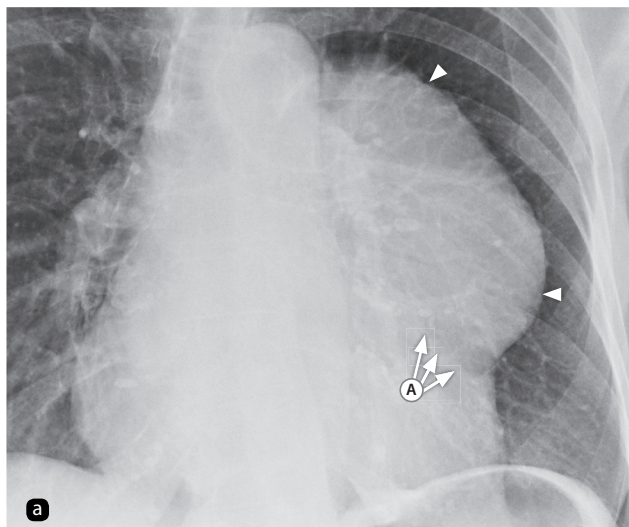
В связи с наличием объемного образования изменяется нормальный контур средостения: а — рентгенограмма органов грудной клетки. Четкие границы образования обусловлены резким разграничением с окружающей легочной тканью (указаны стрелками): А — левая граница сердца скрыта крупной опухолью средостения (тимомой), расположенной в непосредственной близости от него; структуры имеют одинаковую плотность, вследствие чего граница между ними не прослеживается; б — компьютерно-томографический скан: А — левая граница затемнения соответствует латеральному краю образования; Б — нормальные структуры корня окружены расправленной тканью легкого и визуализируются на компьютерной томографии
